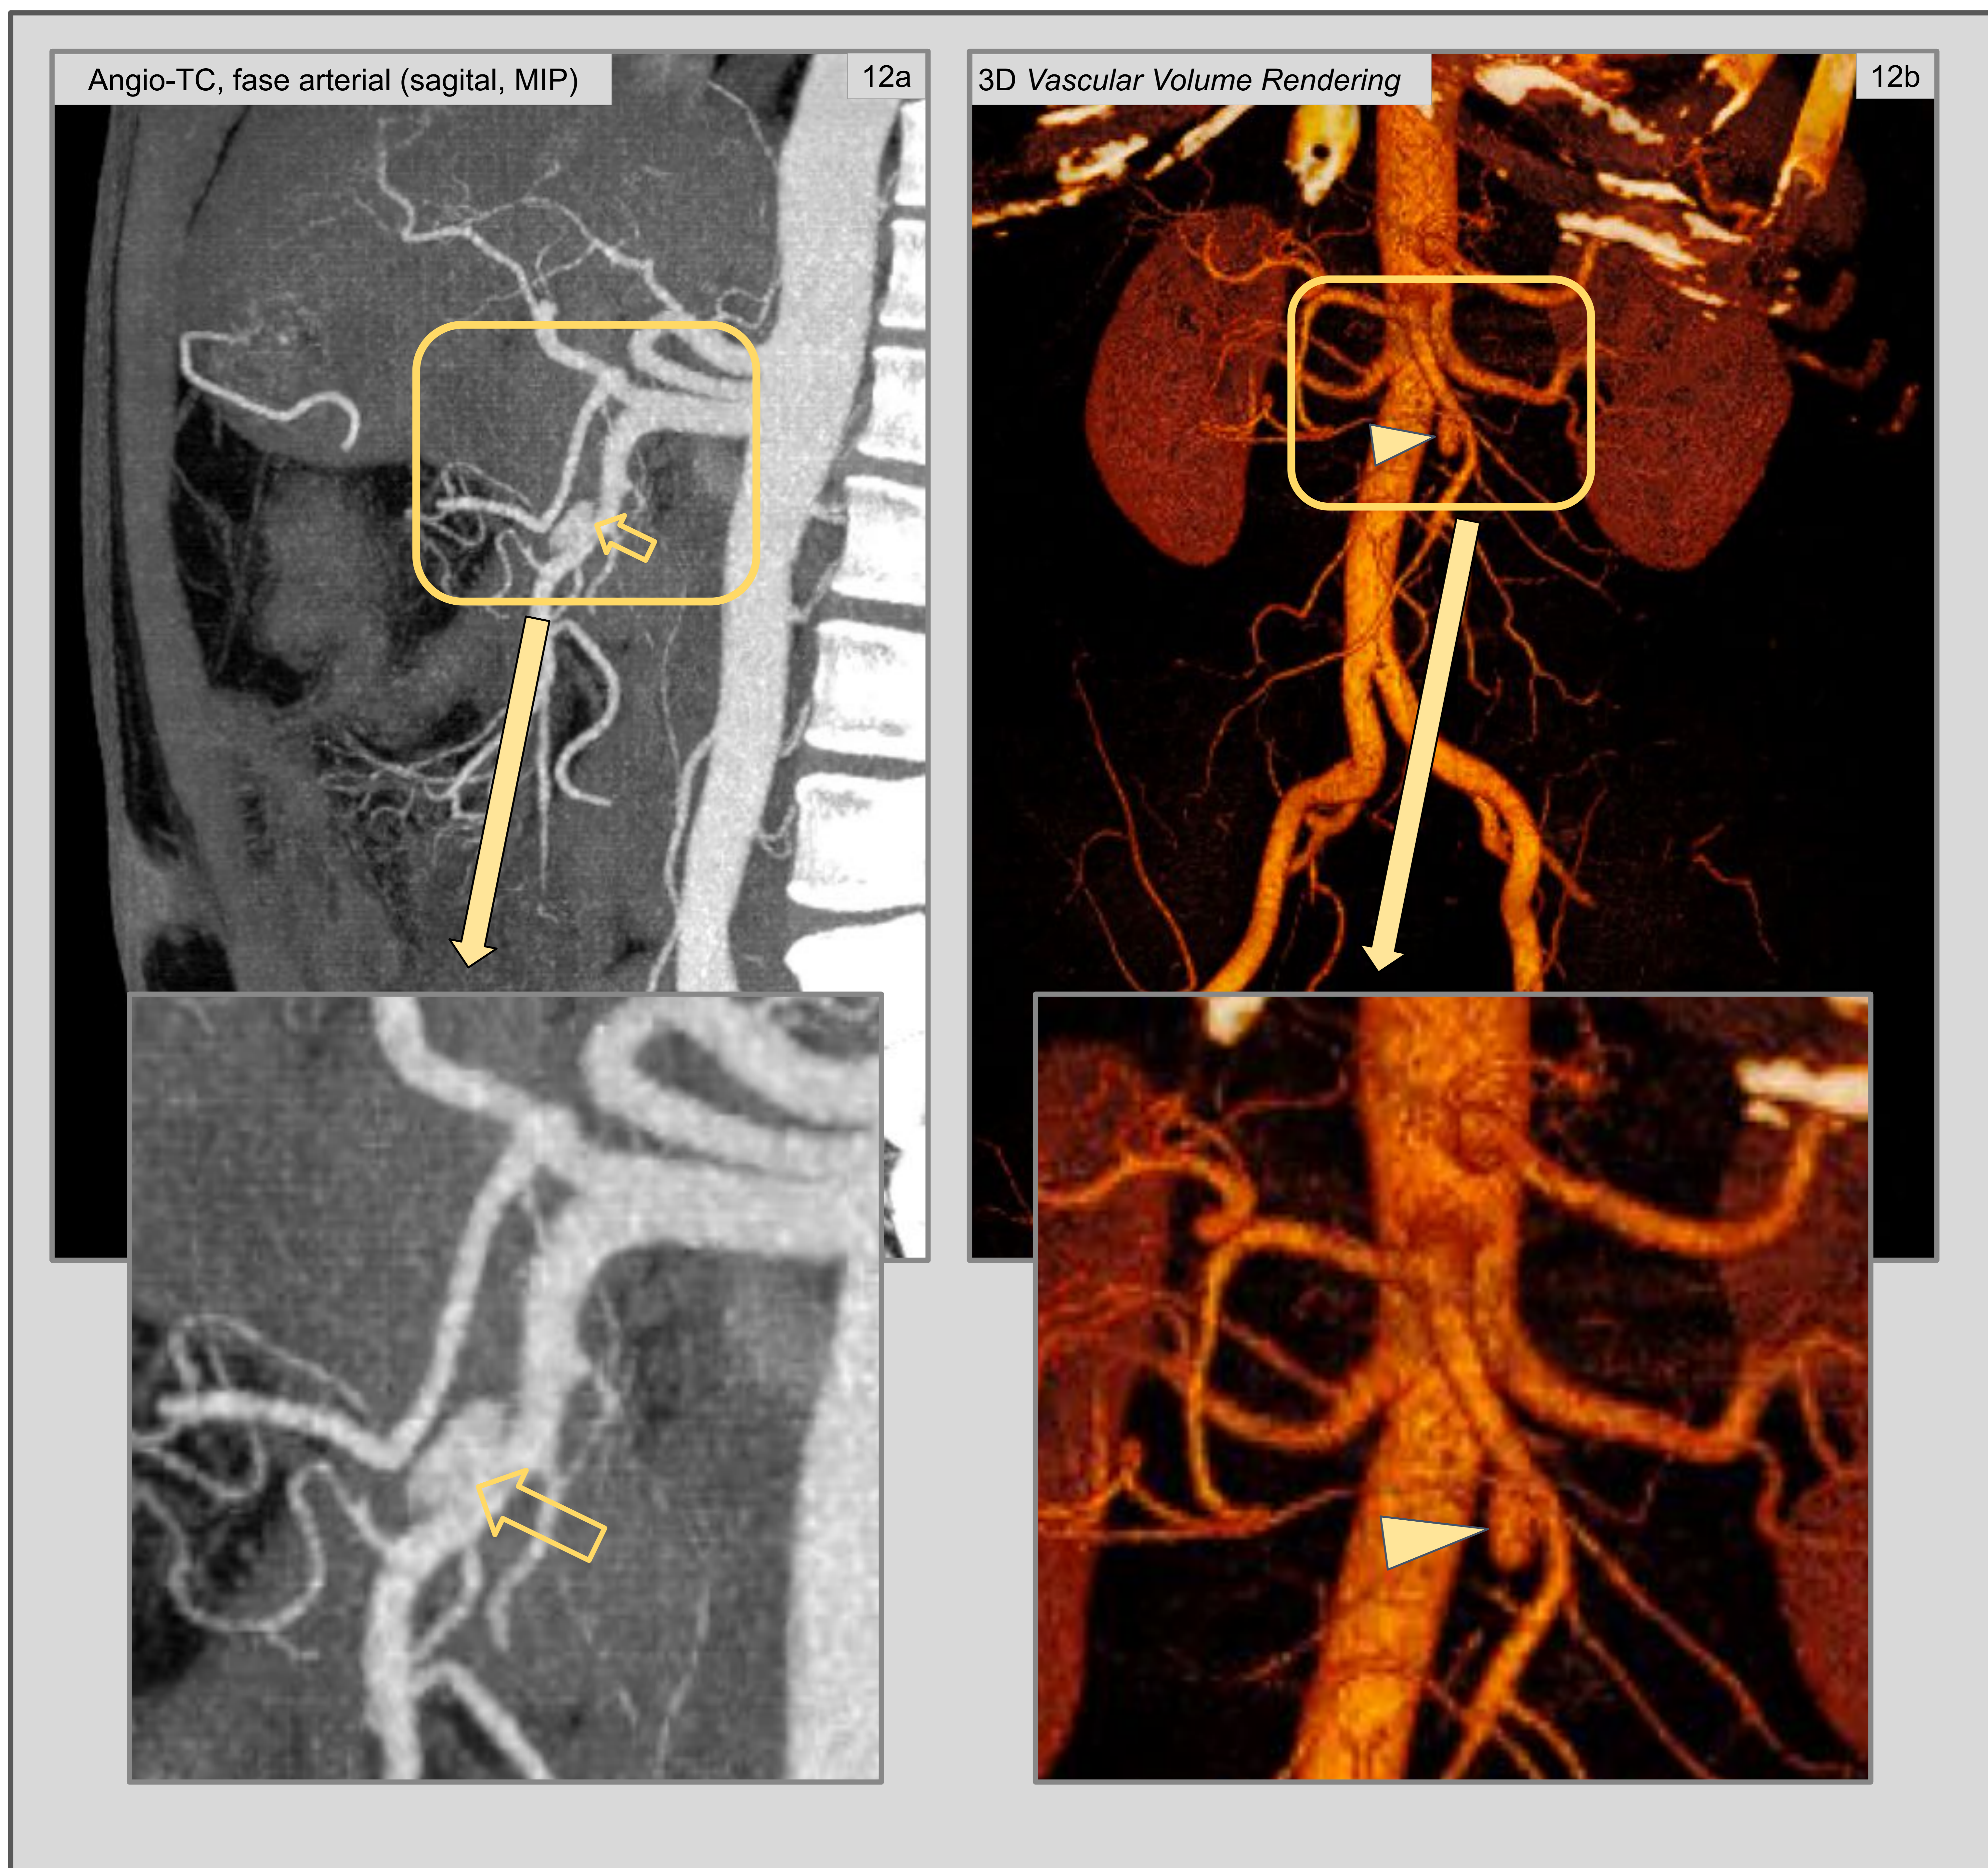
El aneurisma de la arteria mesentérica superior también se observa en el corte sagital de TC (MIP) (12a, flecha vacía) y len la reconstrucción volumétrica 3D (12b, punta de flecha).
